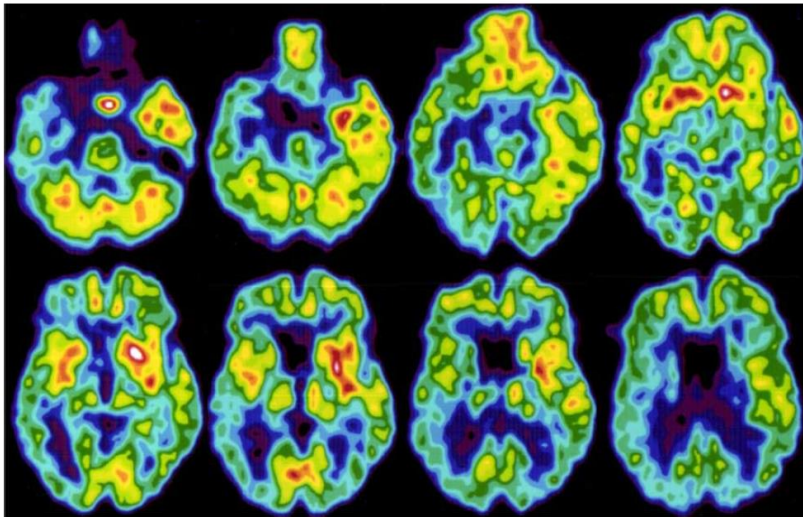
Fluorodeoxyglucose positron emission tomography (PET) revealed decreased metabolism in the right-temporal lobe at a time of PLEDs proper associated with facial twitching
